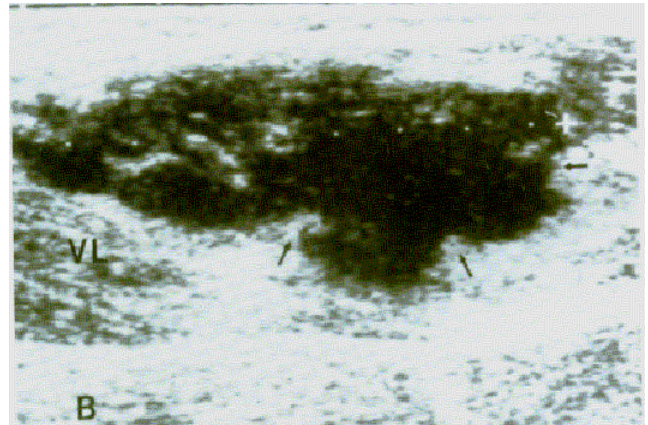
Ultra-sonografia do músculo rompido, com hematoma.
